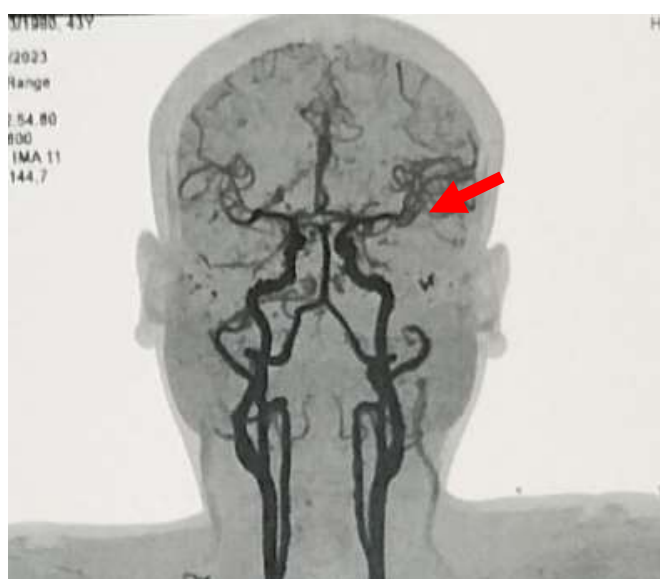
Angio-TDM cérébrale et des TSA dilatation pseudo anévrysmale de la jonction du segment M1et M2 de l'artère sylvienne gauche. (M.O, âgée de 43ans).
